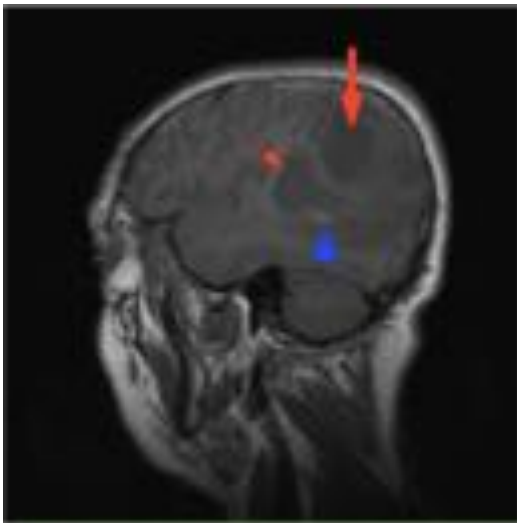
Imagen del mismo paciente. RM secuencia sagital T1 sin contraste: Las lesiones anteriormente descritas y sugerentes de áreas quísticas intratumorales se evidencian con baja señal (flechas). Además se visualiza una pequeña imagen lineal hiperintensa en la vertiente inferior del tumor (cabeza de flecha), sugestivo de área de sangrado intralesional.
